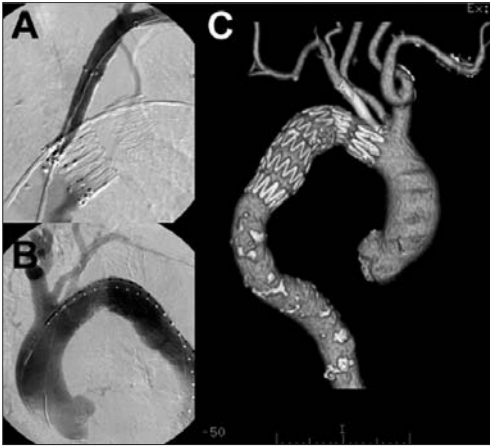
Technique of chimney graft with placement of a self-expandable stent-graft and reinforcing self-expandable stent in the subclavian artery first (Panel A), followed by deployment of the thoracic stent-graft as shown on Panel B. Computed tomography angiography revealed no endoleak and excellent antegrade flow into the left subclavian chimney graft (Panel C).
